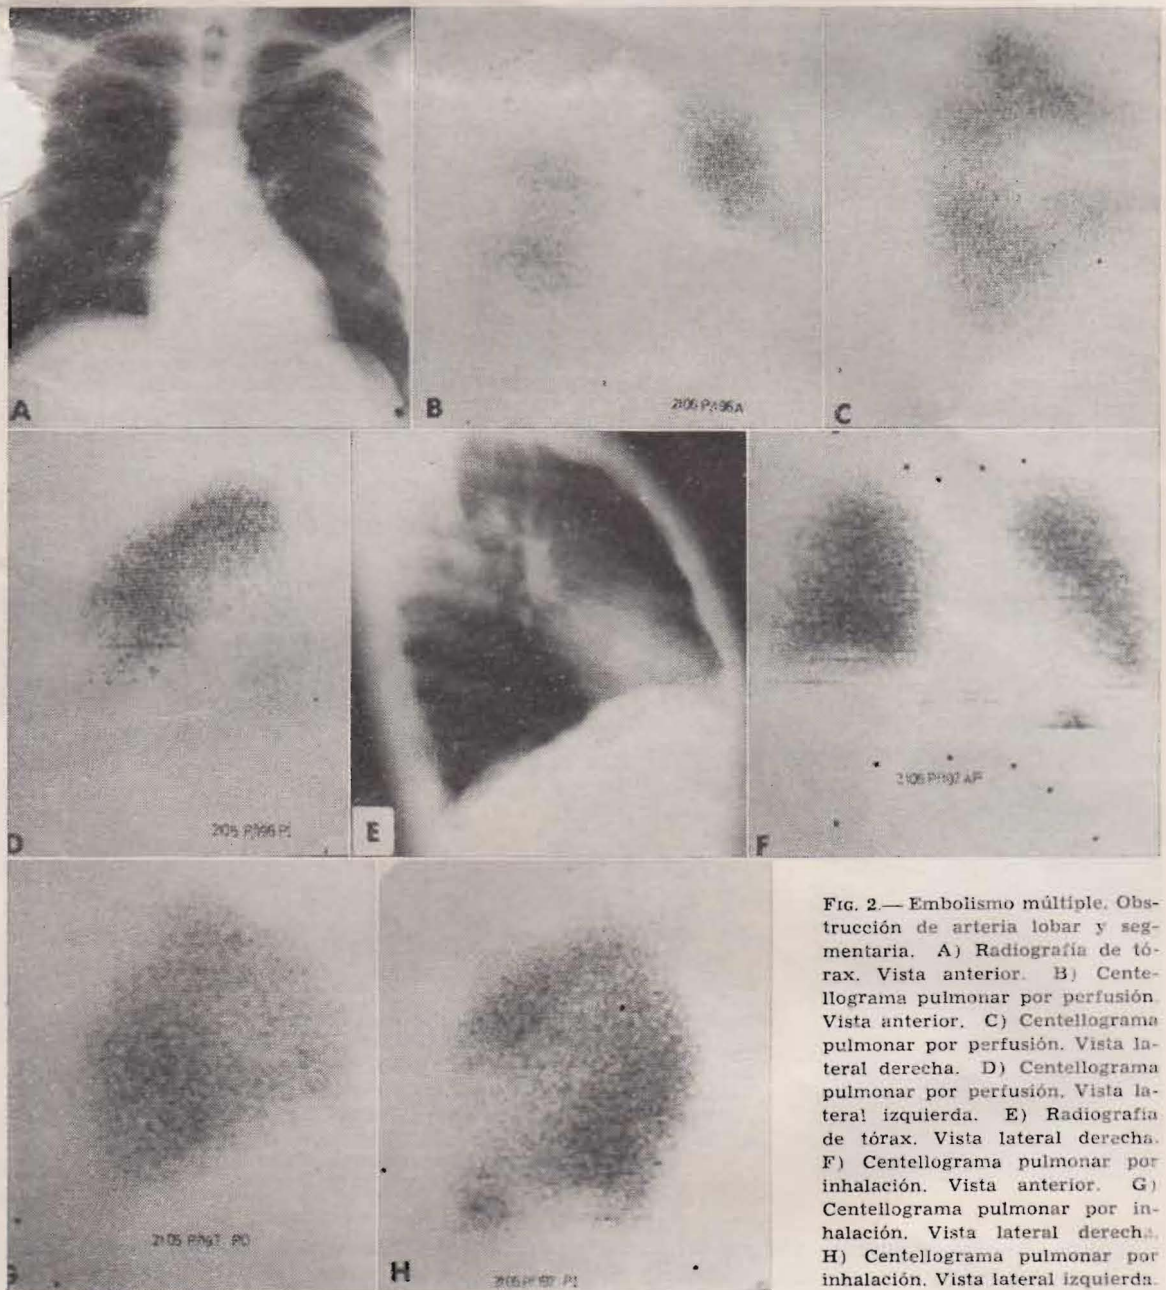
Embolismo múltiple. Obstrucción de arteria lobar y segmentaria. A) Radiografía de tórax. Vista anterior. B) Centellograma pulmonar por perfusión. Vista anterior. C) Centellograma pulmonar por perfusión. Vista lateral derecha. D) Centellograma pulmonar por perfusión. Vista lateral izquierda. E) Radiografía de tórax. Vista lateral derecha. F) Centellograma pulmonar por inhalación. Vista anterior. G) Centellograma pulmonar por inhalación. Vista lateral derecha. H) Centellograma pulmonar por inhalación. Vista lateral izquierda.
